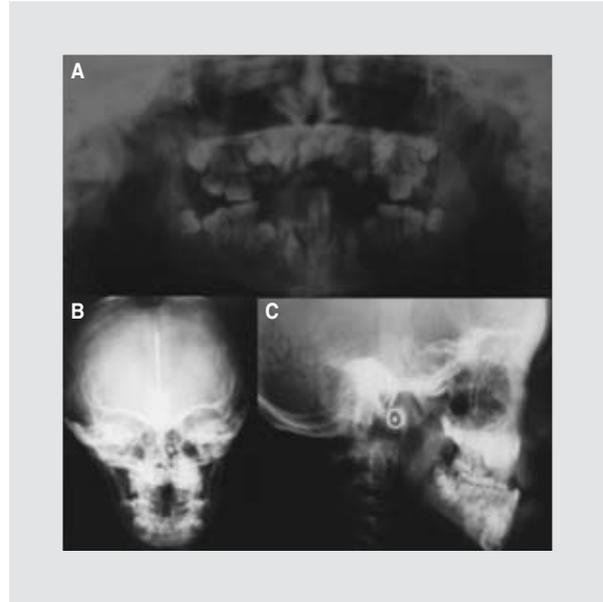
Imágenes radiológicas. A: Radiografía panorámica de cavidad oral muestra varias piezas dentarias sin erupcionar (seudo-anodoncia). B: Vista posteroanterior de radiografía simple de cráneo, donde se observa la fontanela anterior abierta, huesos faciales hipoplásicos, puente nasal bajo y neumatización adecuada de los senos paranasales. C: Cefalometría lateral que exhibe la hipoplasia de la mandíbula, del margen del zigoma e infraorbital y del maxilar, asimismo se corrobora la retención dentaria.
